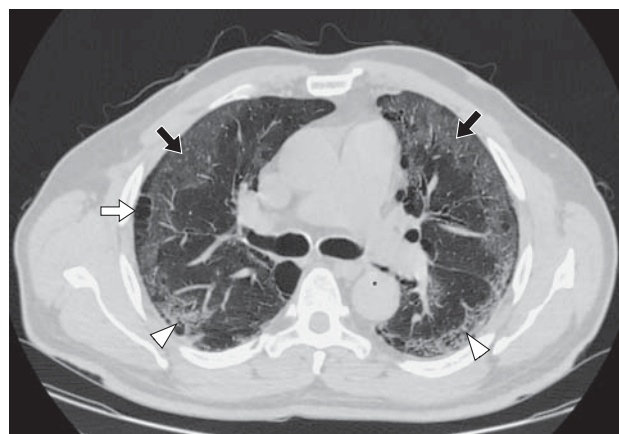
МСКТ легких при поступлении, аксиальная проекция. В периферических отделах участки уплотнения по типу «матового стекла» (черные стрелки) с зонами консолидации (головки стрелок). Также отмечаются субплевральные буллы (толстая стрелка).
